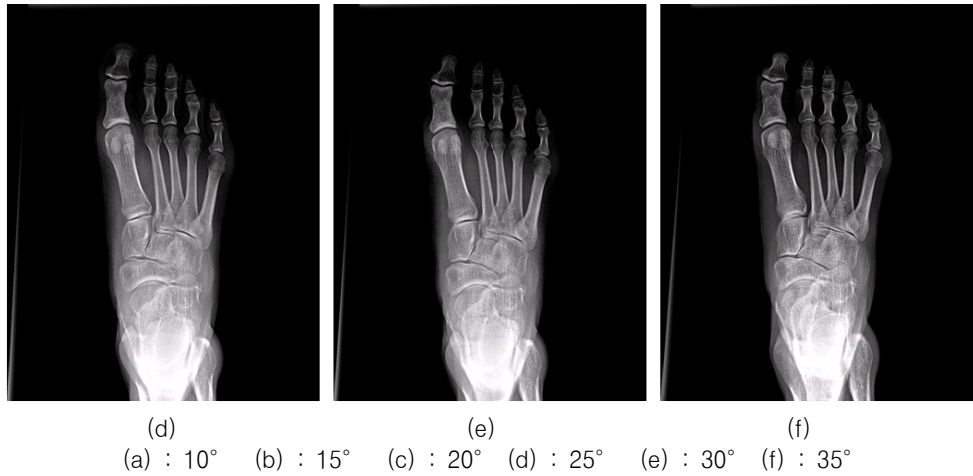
The images with the angles of Foot AP Weight Bearing Radiography
